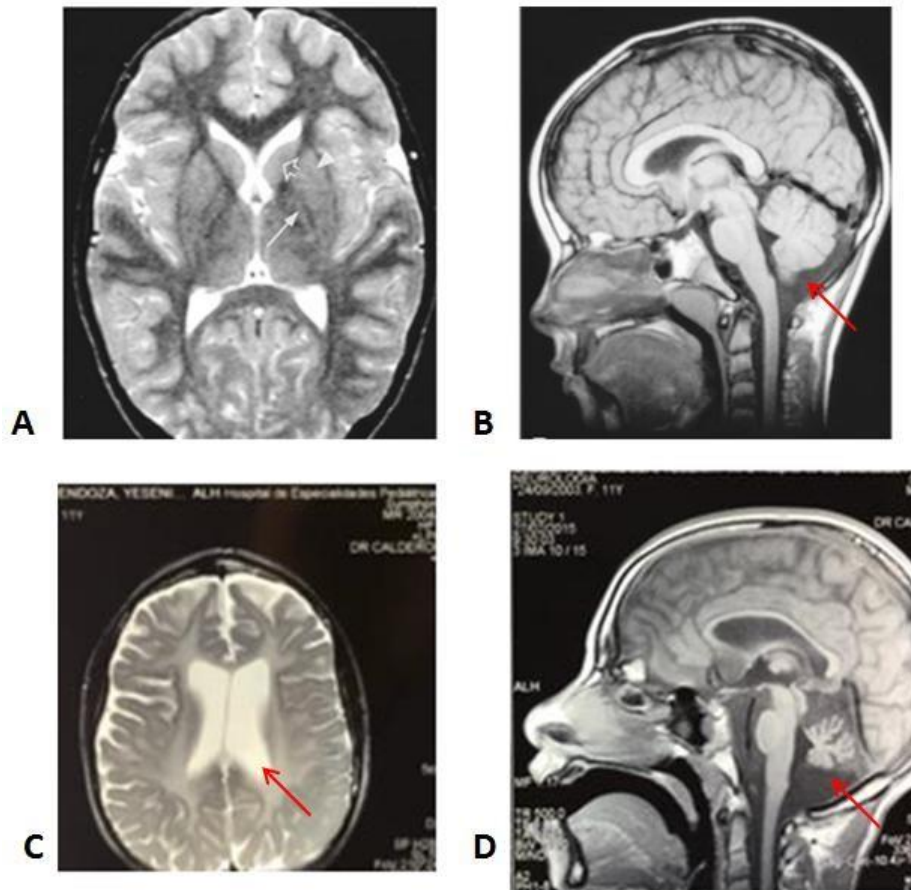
Imágenes A) y B), corresponden a la RM de un niño sano de 8 años (Van der Knaap *et al.*, 2002). A) Imagen axial en T2, la materia blanca mielinizada tiene baja intensidad de señal. Se muestra el tamaño normal de los ganglios basales: el putamen es un núcleo grande (punta de flecha), el globo pálido es pequeño (flecha sólida) y el núcleo caudado indicado con flecha abierta. B) Imagen sagital en T1, se muestra el tamaño normal del vermis cerebeloso (flecha roja). Imágenes C) y D), corresponden a la RM del paciente diagnosticado como probable tubulinopatía. C) Imagen axial en T2, hiperintensidad de la sustancia blanca indica ausencia de mielina (hipomielinización), los ganglios basales no son visibles, lo que señala que se encuentran atrofiados. D) Imagen sagital en T1, muestra cerebelo atrofiado (flecha roja).
